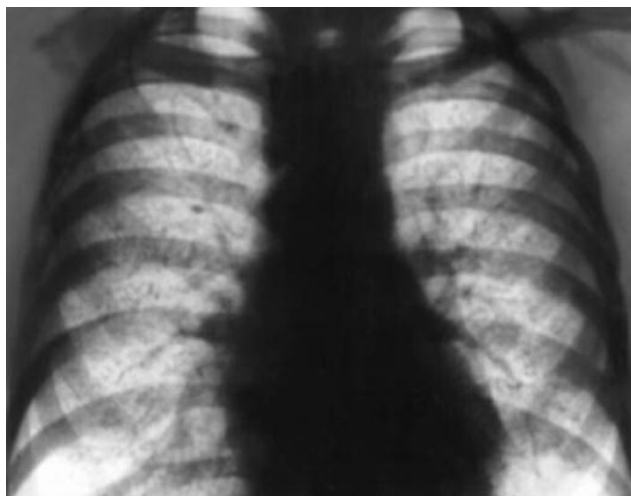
Рентгенограмма ОГК. Хроническая эмфизема легких
